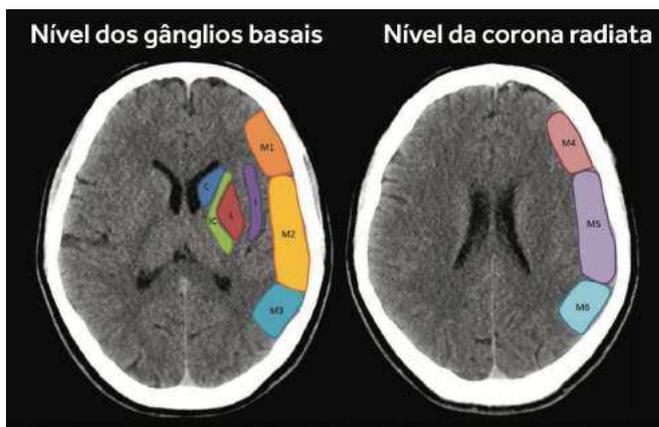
Protocolo de avaliação tomográfica escore ASPECTS: A: Circulação anterior; P: Circulação posterior; C: caudado; L: lentiforme; IC: cápsula interna; I: córtex insular; ACM: artéria cerebral média; M1: Córtex ACM anterior; M2: Córtex ACM Lateral; M3: Córtex ACM posterior; M4, M5 e M6 são territórios anterior, lateral e posterior da ACM imediatamente superiores a M1, M2 e M3.
